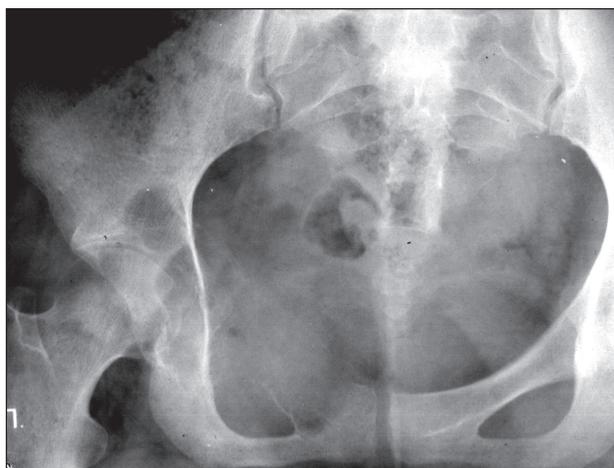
Фрагмент обзорной рентгенограммы костей таза больной Е. При рентгенографии горизонтальная ветвь правой лонной кости значительно вздута, литически разрушена. Контуры участка деструкции неровные, нечеткие, деструкция распространяется на крышу вертлужной впадины
